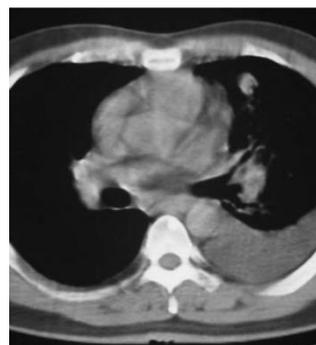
Derrame pleural livre a esquerda visto na tomografia.
